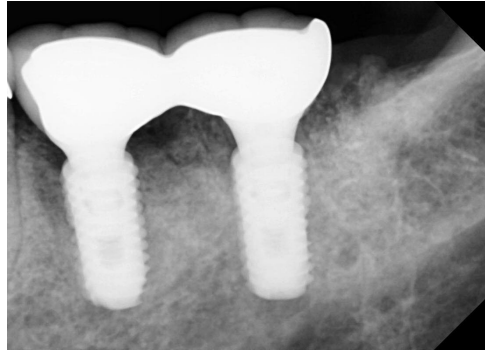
Case #1. Periapical radiograph on the day of final delivery.
